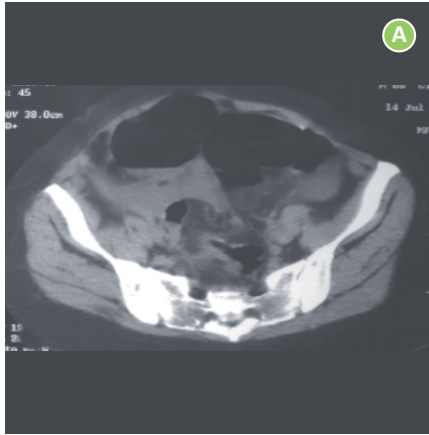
Cáncer primario de peritoneo. Paciente con oclusión intestinal. A. TAC Abdomen, dilatación de asas intestinales por carcinomatosis. B. Infiltración tumoral a epiplón mayor “*omental cake*”. C. Ovarios de aspecto macroscópico normal. D. Engrasamiento de epiplón por infiltración tumoral “*omental cake*”.
